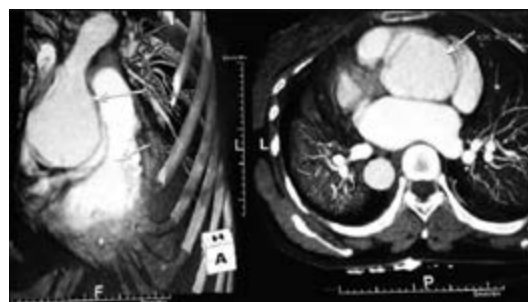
Tomografia computadorizada do tórax de paciente portador de síndrome de Marfan de 47 anos mostrando raiz da aorta extremamente dilatada. Ghatak T, Samanta S, Samanta S. Anesthetic management of a patient with Marfan syndrome and severe aortic root dilatation undergoing cholecystectomy and partial hepatic resection. Saudi J Anaesth. 2013 ;7(4):461-3.
